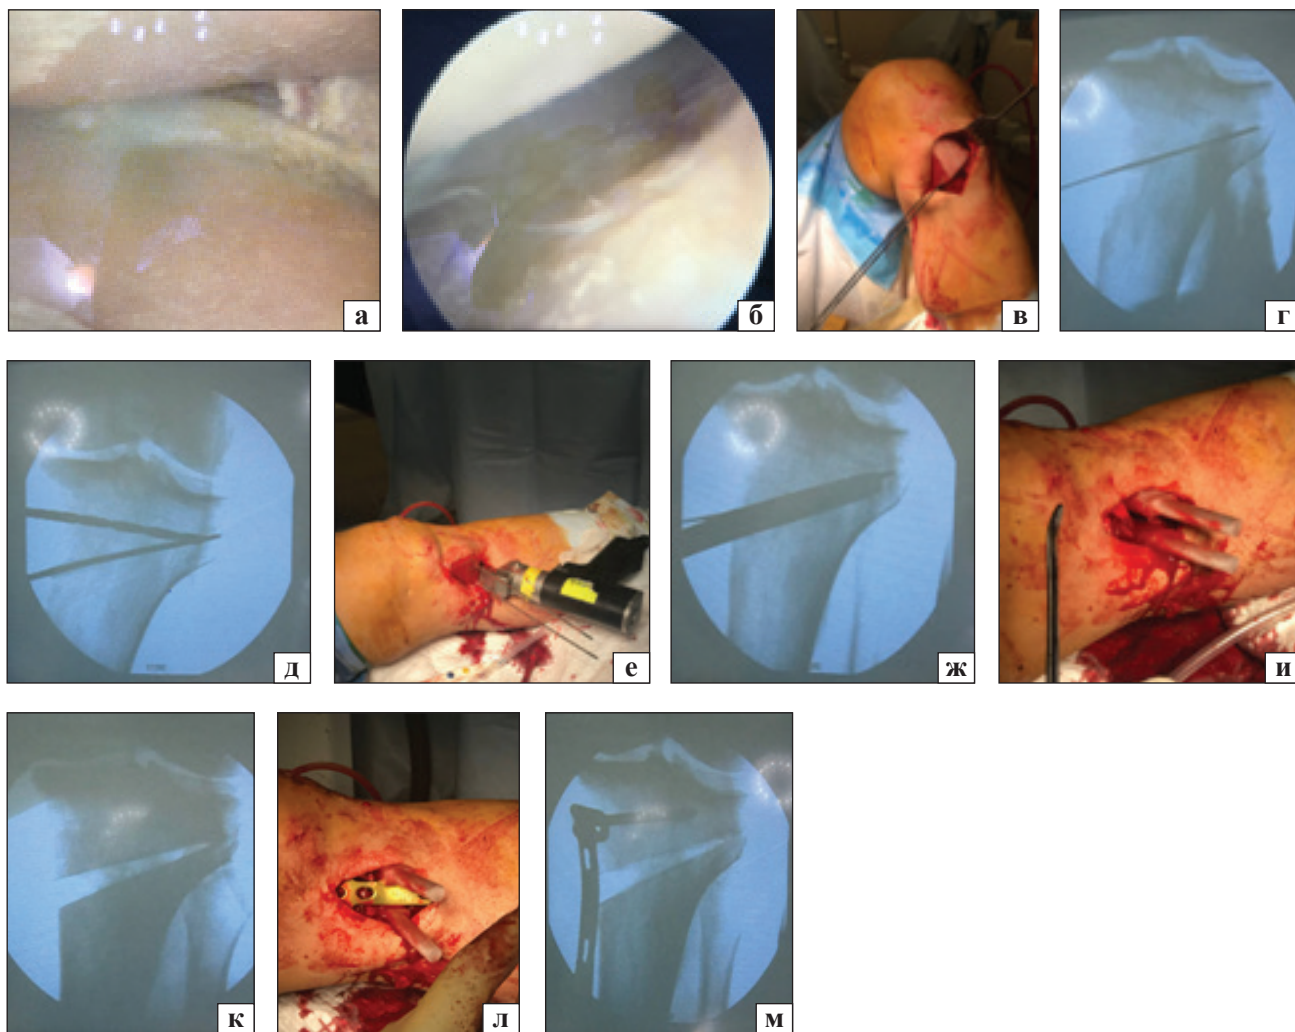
Етапи оперативного втручання з індивідуальним інструментом для високої вальгізуючої остеотомії великогомілкової кістки: медіальний (а) і латеральний (б) відділи колінного суглоба; в) встановлення індивідуального кондуктора для проведення напрямних спиць; г) перевірка рентгеноскопією; д) свердління отвору під середній проксимальний гвинт; е) остеотомія по нижньому краю індивідуального блока; ж) рентгеноскопічний контроль глибини остеотомії; и) після розкриття остеотомії встановлено індивідуальні клини; к) рентген-контроль — пластикові клини не закривають кістку; л) установка пластинки середнім проксимальним отвором на заздалегідь просвердлений канал і введення гвинта; м) рентгенограма установки пластинки
